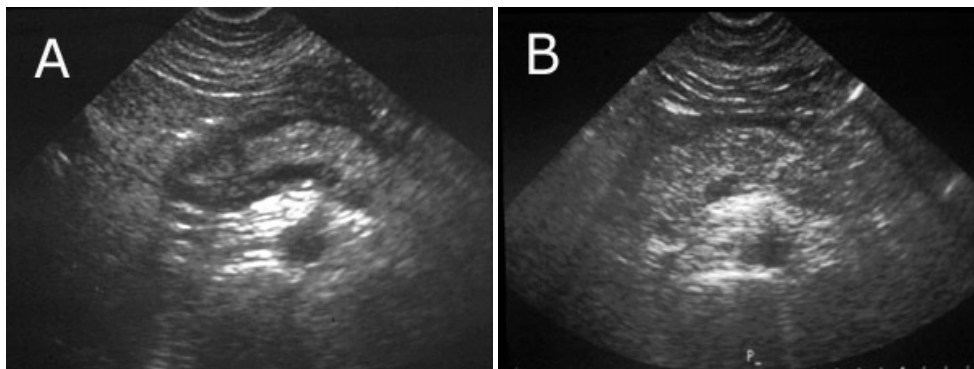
A- Ecografía abdominal. Páncreas aumentado de volumen y disminuido de ecogenicidad por edema. No se observan áreas de necrosis. B- La ecografía de control al cabo de una semana muestra que el páncreas ha recuperado su tamaño y ecogenicidad normal. Hay una escasa cantidad de fluido peripancreático, que posteriormente será reabsorbido.
